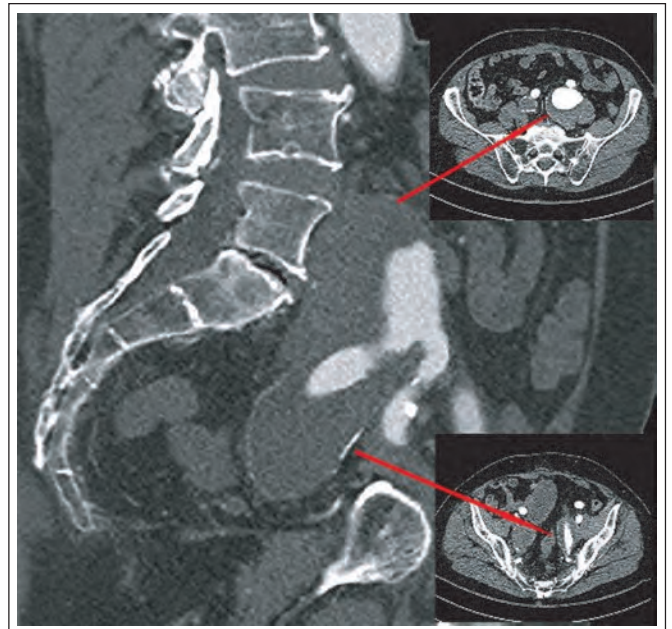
Ausgeprägte wandständige Thrombosierung des komplexen Aneurysmas in der CT-Angio in longitudinaler und sagittaler Ebene.
